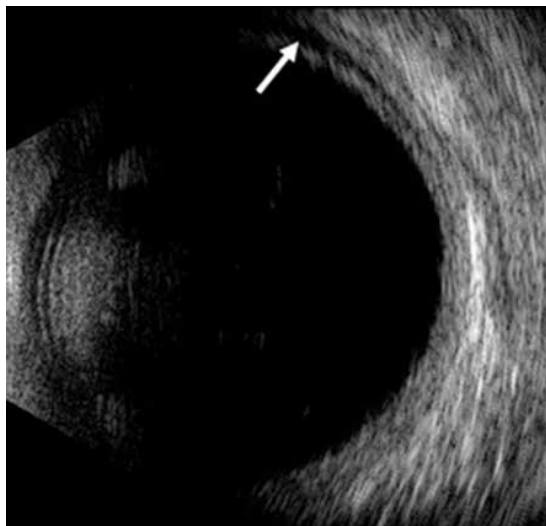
Эффузия хориоидеи на ультразвуковом исследовании
